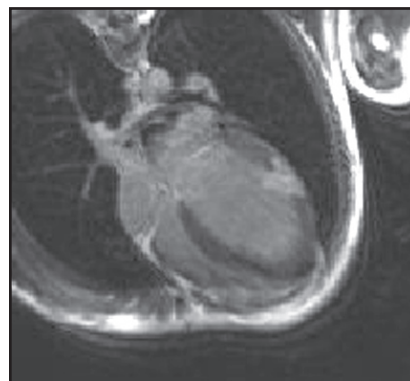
Магнитно-резонансная томография желудочков по длинной оси: позднее постконтрастное усиление при поствоспалительном фиброзе
